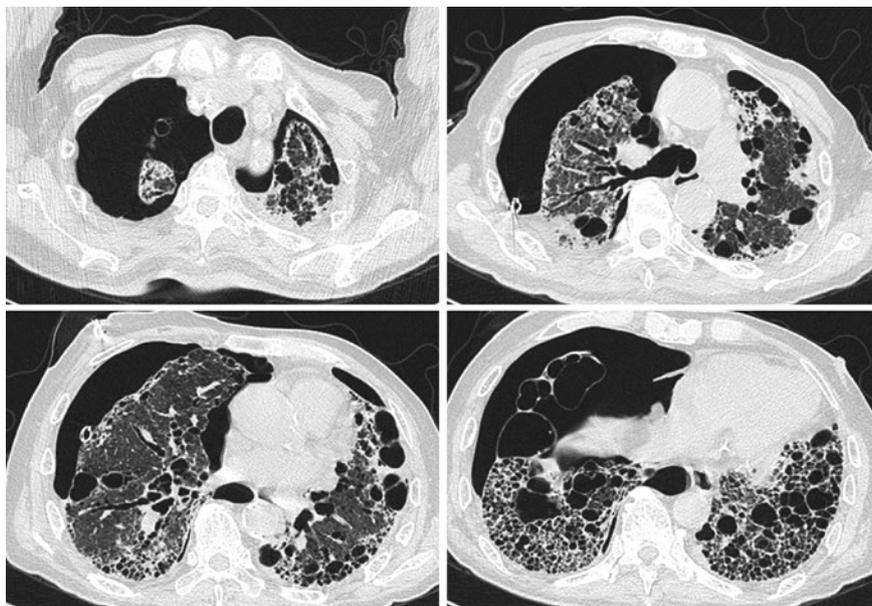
胸腔ドレーン挿入後の胸部CT。両肺の虚脱、両肺上葉優位の気腫性変化と多発するブラ、両肺下葉優位の牽引性気管支拡張やすりガラス影などの間質性変化、肺底部の蜂巣肺を認める。
